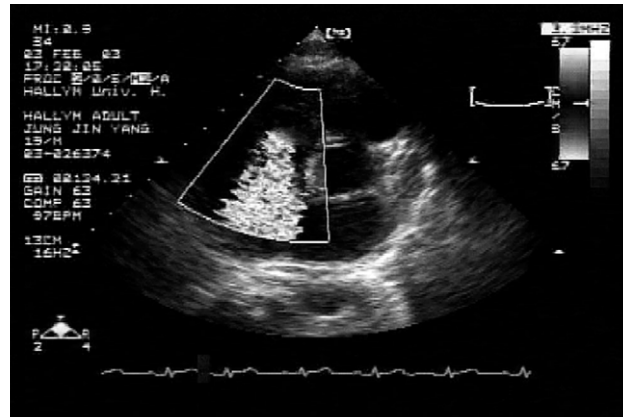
Echocardiography. There was chordae tendinae rupture in the septal leaflet of tricuspid valve (marked by arrow).
